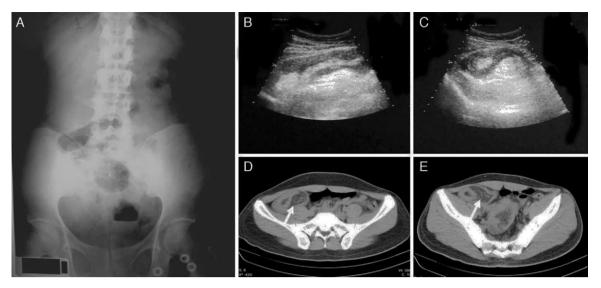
A) Radiografía simple del abdomen que muestra las asas intestinales distendidas correspondientes a oclusión intestinal. B) y C) Ultrasonido con imagen con doble contorno. D) y E) Tomografía abdominal no contrastada que muestra intususcepción intestinal.
